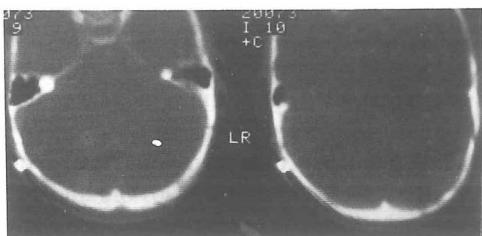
TAC de la misma región mostrando una tenua solución de continuidad en hueso occipital (pan-sagital).*
